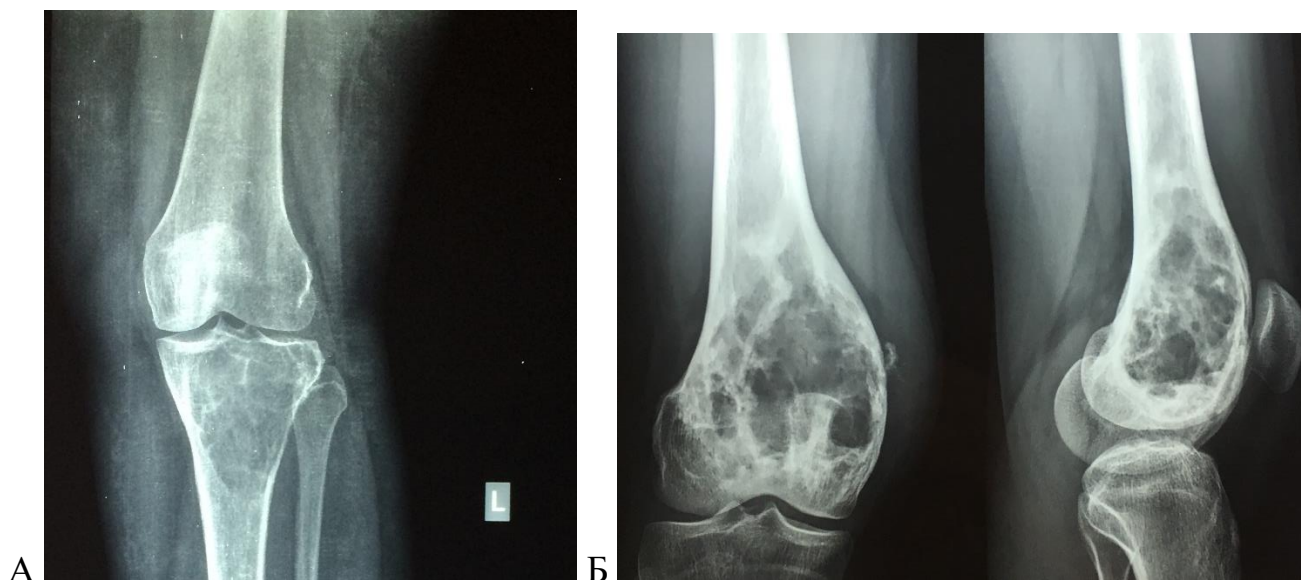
Рентгенограммы пациентов с различными объемами поражения кости на фоне ГКО: А – рентгенограмма коленного сустава в прямой проекции – литическая деструкция большеберцовой кости на фоне ГКО без внекостного компонента; Б – рентгенограммы коленного сустава в прямой и боковой проекциях – определяется литическая деструкция бедренной кости на фоне ГКО с наличием внекостного компонента, не превышающего 1/3 объема мыщелка пораженного сегмента; В – рентгенограмма коленного сустава в прямой проекции – определяется литическая деструкция бедренной кости на фоне ГКО с внекостным компонентом более 1/3 объема мыщелка
